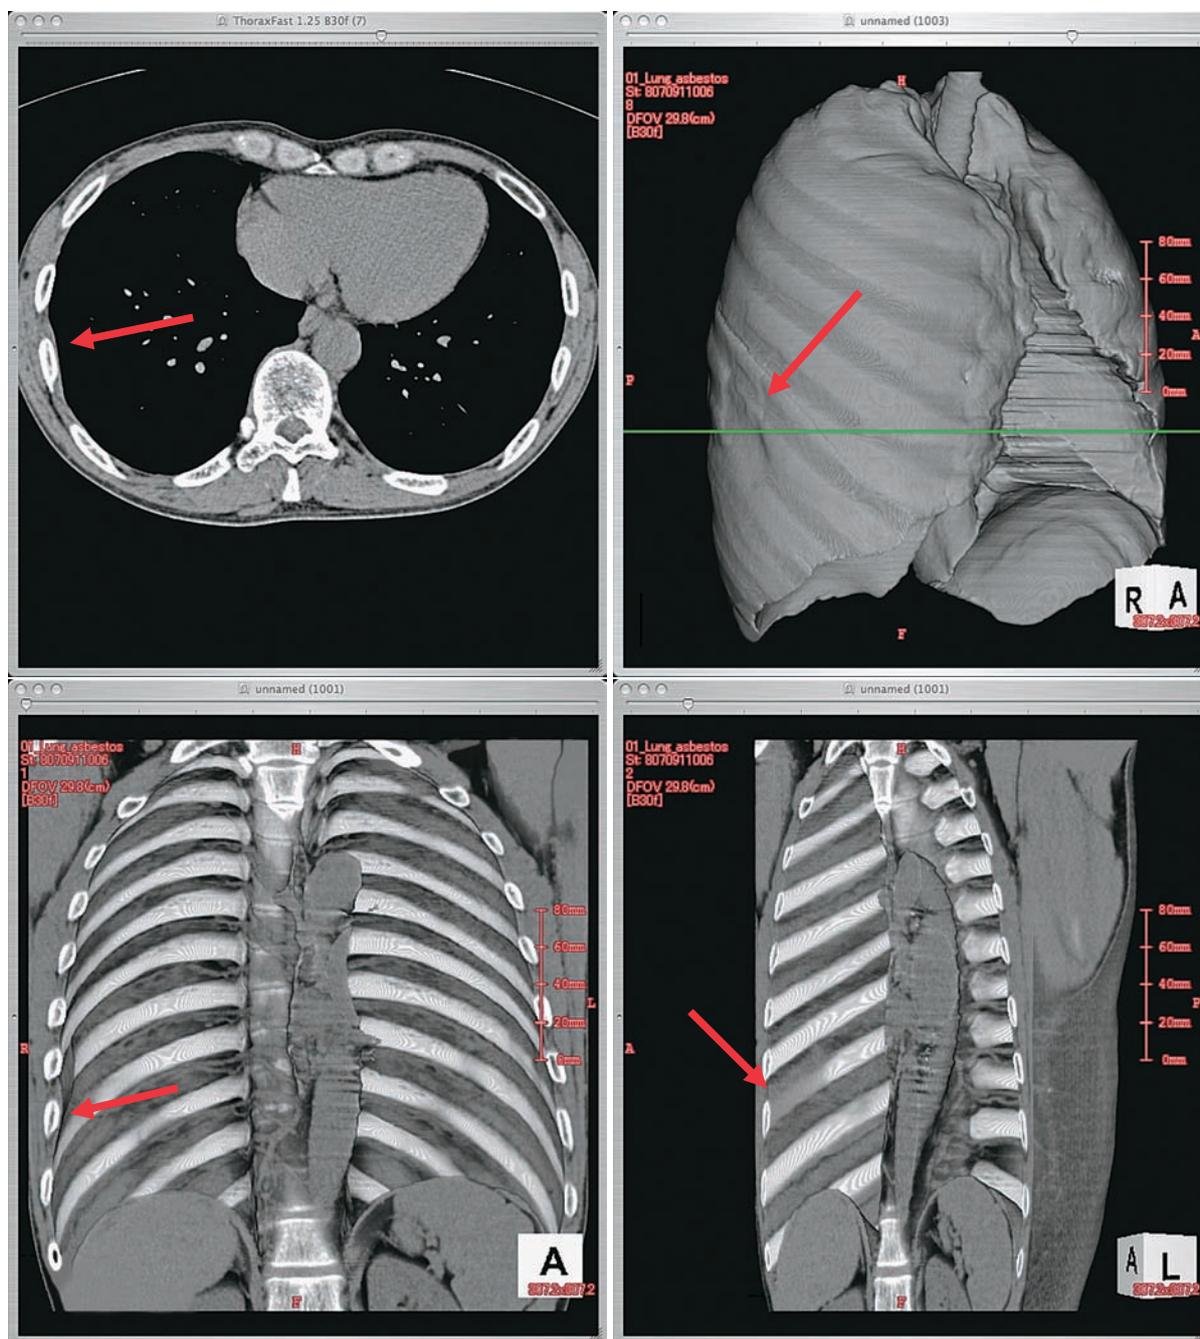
左上：CT画像（縦隔条件） 右上：肺3D表示 左下：胸壁3D表示 右下：胸壁3D表示（斜位）
